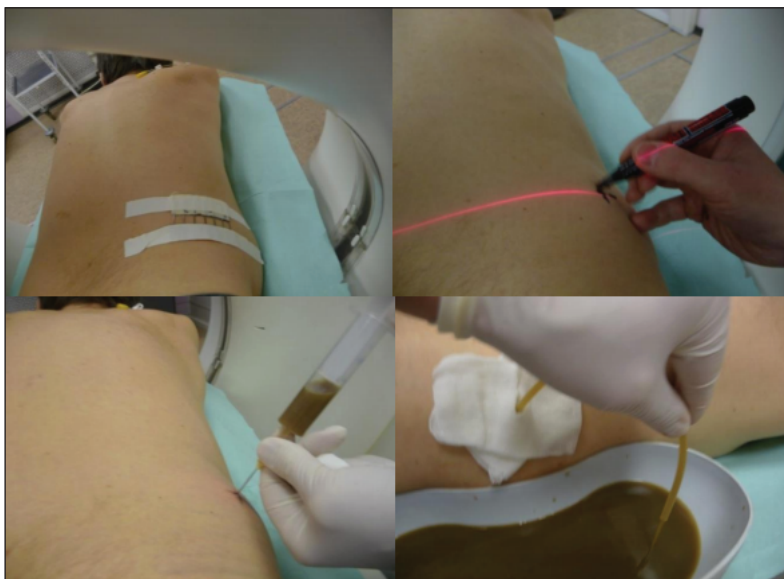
Проведение тонкоигльной пункции под контролем МСКТ, эвакуация содержимого жидкостного скопления
